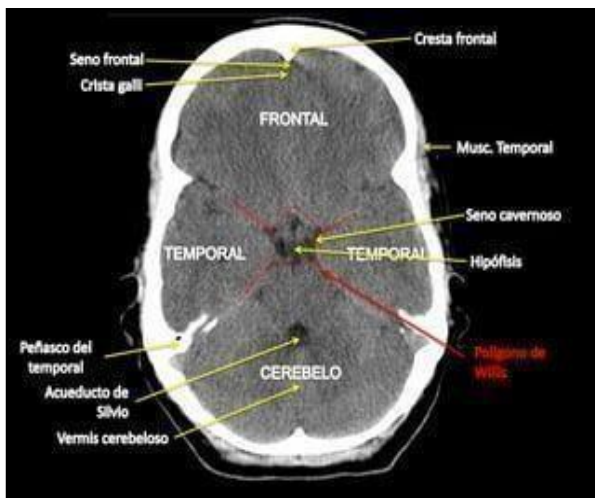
Tomografía simple de cráneo corte axial
